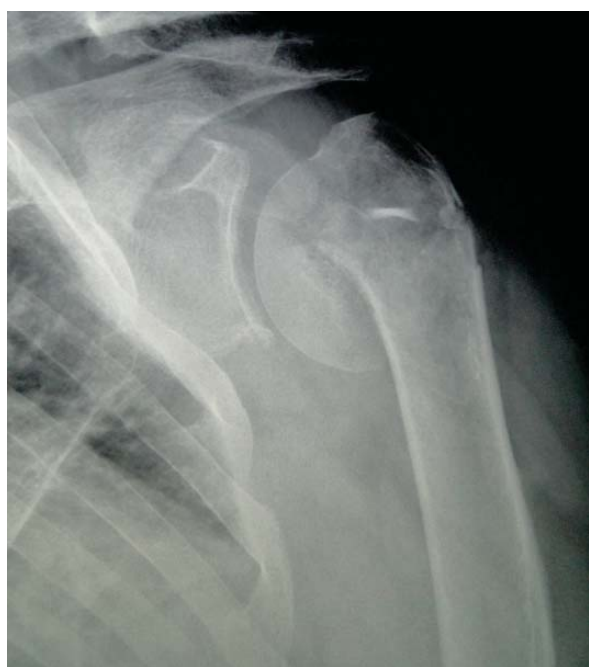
Foto clínica de una radiografía AP que muestra una fractura aguda del húmero proximal izquierdo.
